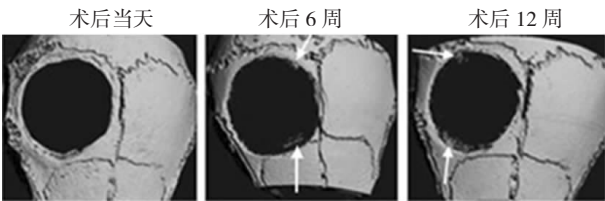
Micro-CT 扫描仪内置软件三维重建的颅骨图像
